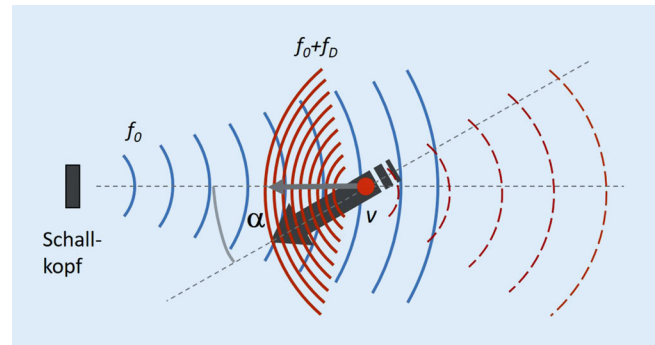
▲ Dopplerfrequenzverschiebung an einem Blutpartikel mit der Geschwindigkeit v unter dem Winkel α zur Schallrichtung. f_0 Ultraschallfrequenz, f_D Dopplerfrequenz. (Bildquelle: Abb. 2 aus Jenderka und Delorme [6])
